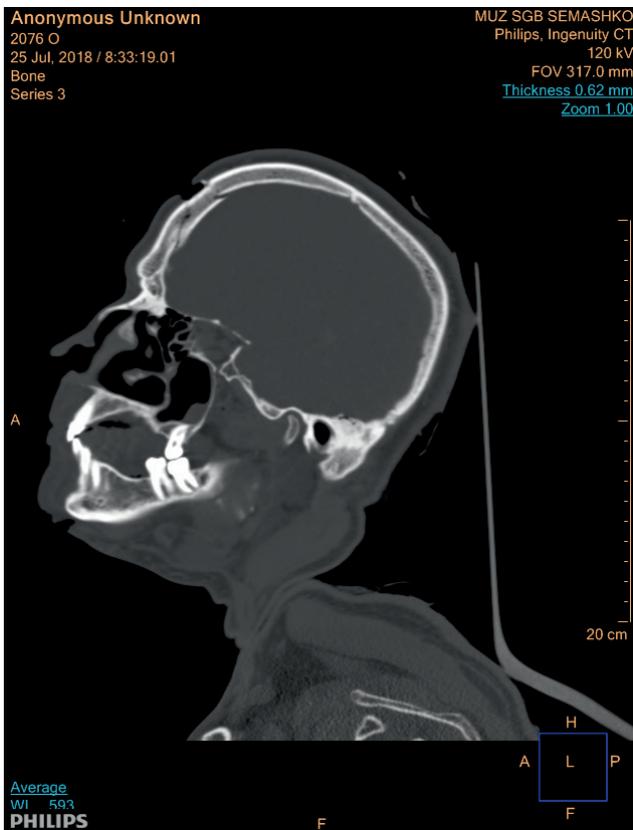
Перелом лобной кости у гр-на Б., отмечен стрелкой (КТ-исследование)
